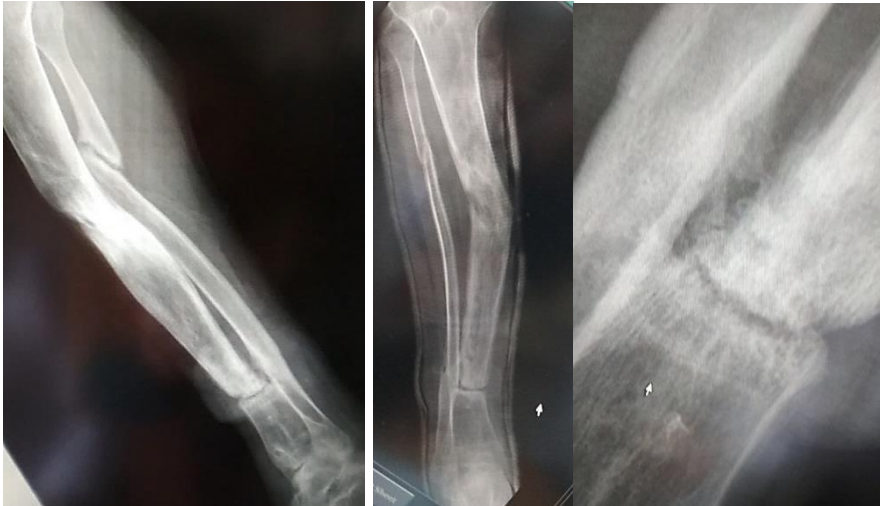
Цифрові Рентгенограми септичного незрощення кісток правої гомілки (загальний план та виділення і збільшення вогнища незрощення).
